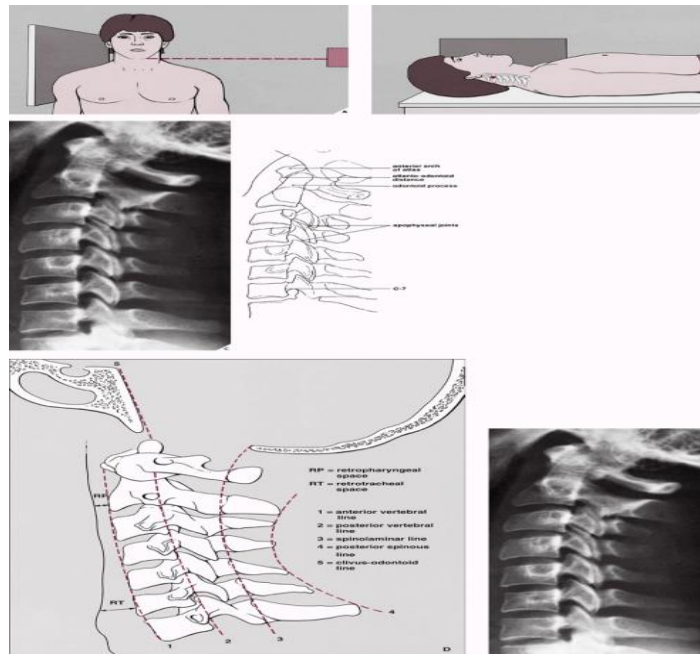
Radiografi vertebra posisi lateral
